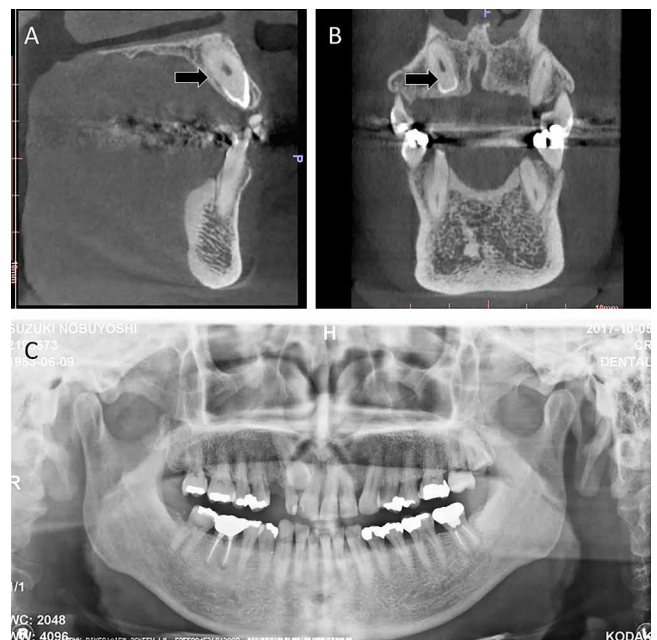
術前のCBCT写真およびパノラマエックス線写真
